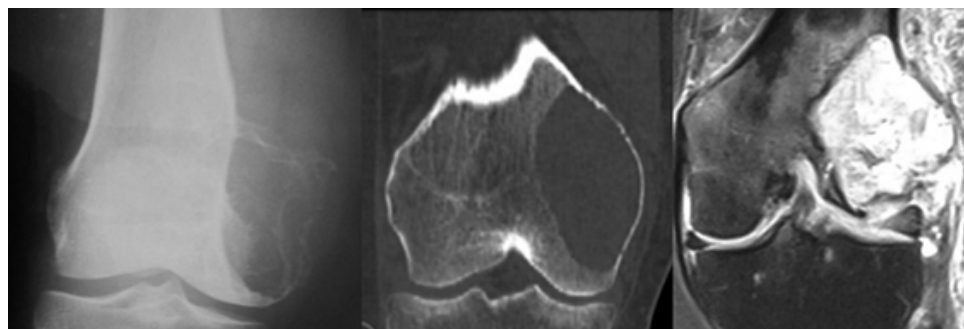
Estudios imagenológicos de rodilla (radiología, tomografía y resonancia magnética) donde se demuestran las características del tumor localizado en cóndilo medial, bien delimitado, adelgazando corticales y causando micro fracturas patológicas.
